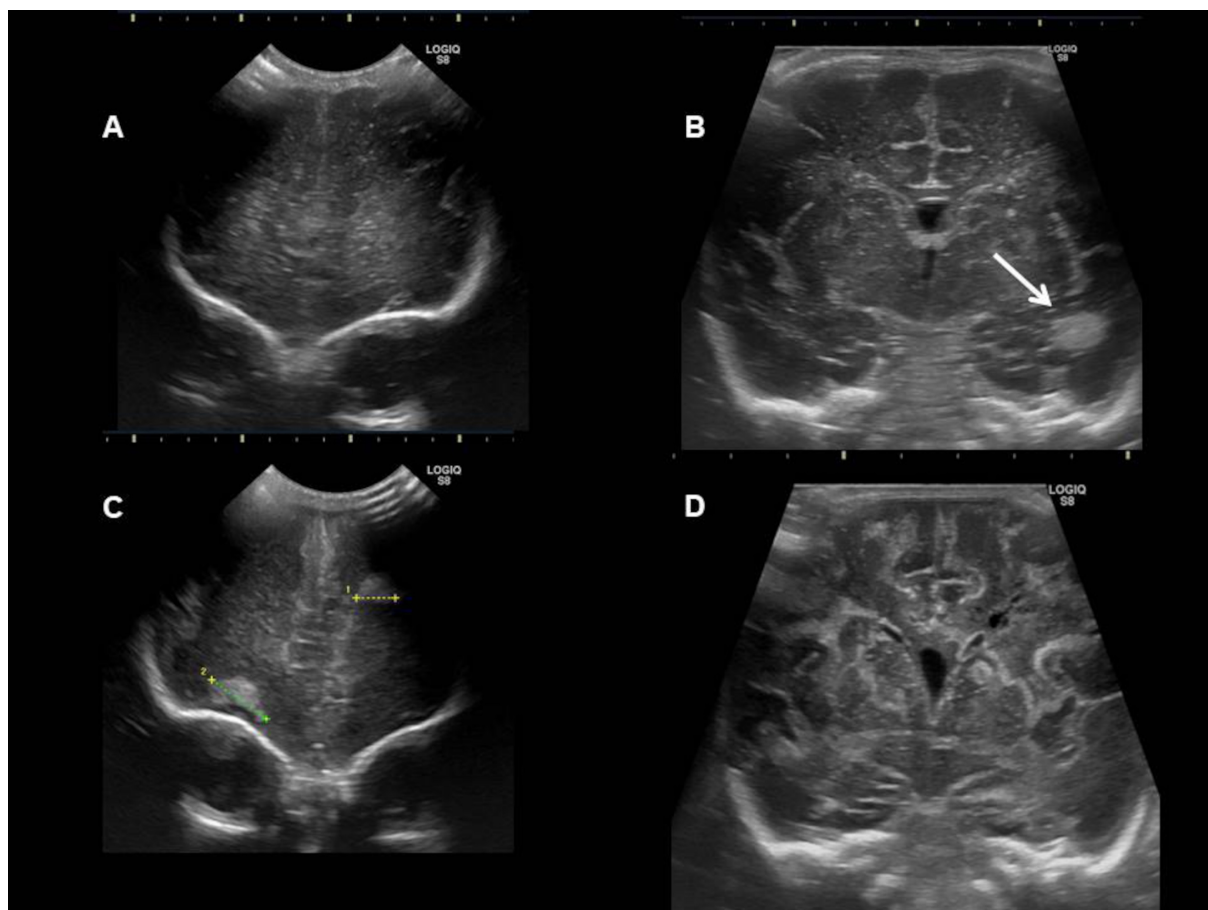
Aspect à l'échographie d'une infection à *Bacillus cereus* chez un nouveau-né, de sexe féminin, prématuré à 34 semaines
